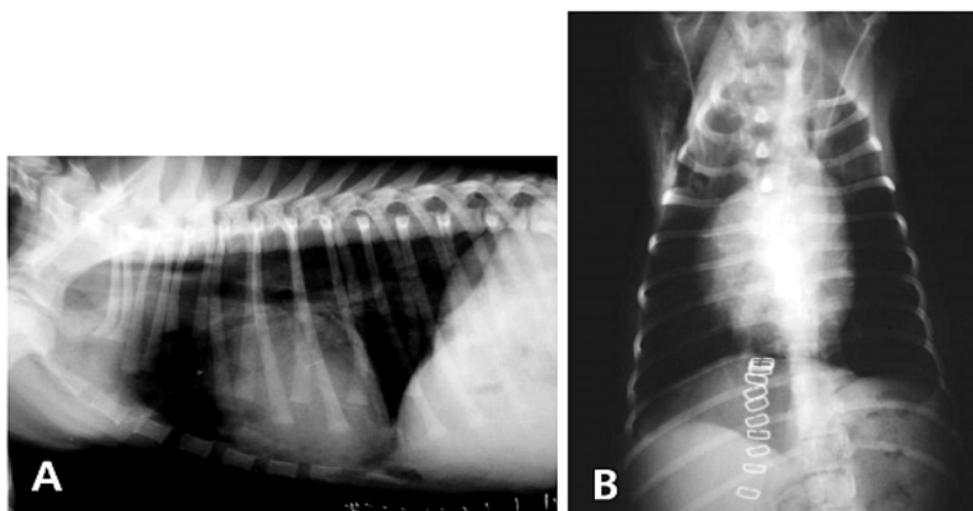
Thoracic radiographs of case 1 after surgical correction of diaphragmatic hernia.
